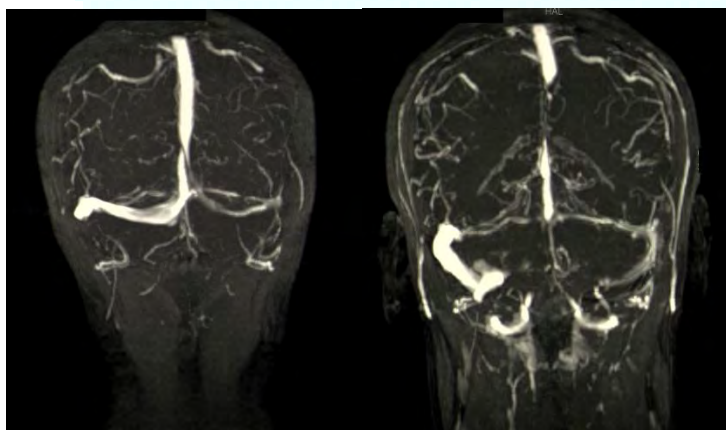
RMN de senos cerebrales con reconstrucción en 3D. Obliteración de seno sigmoide izquierdo.
